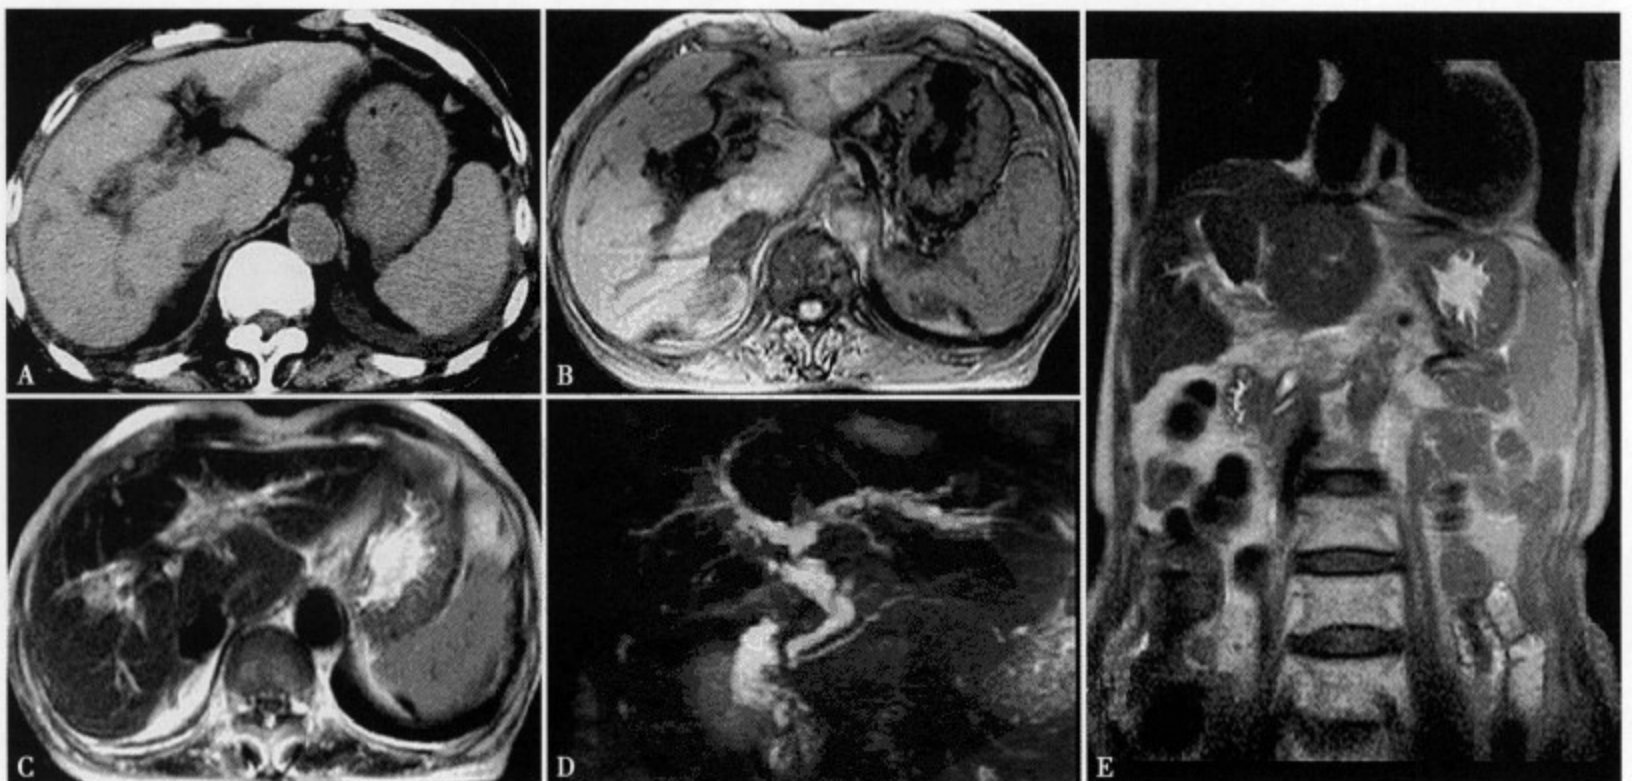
为同一患者CT平扫(A)、MRI平扫图像(B、C、E)和MRCP(D)。门静脉主干和分支闭塞，门静脉区可见由侧支静脉形成的团块状或网状异常软组织块影，MRCP显示胆总管和左叶胆管受压
